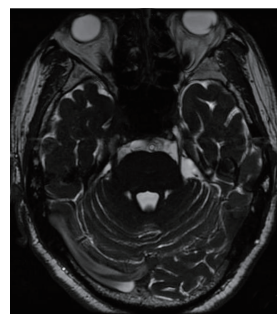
MRI示原可疑压迫三叉神经的小血管未见显示,三叉神经稍肿胀
